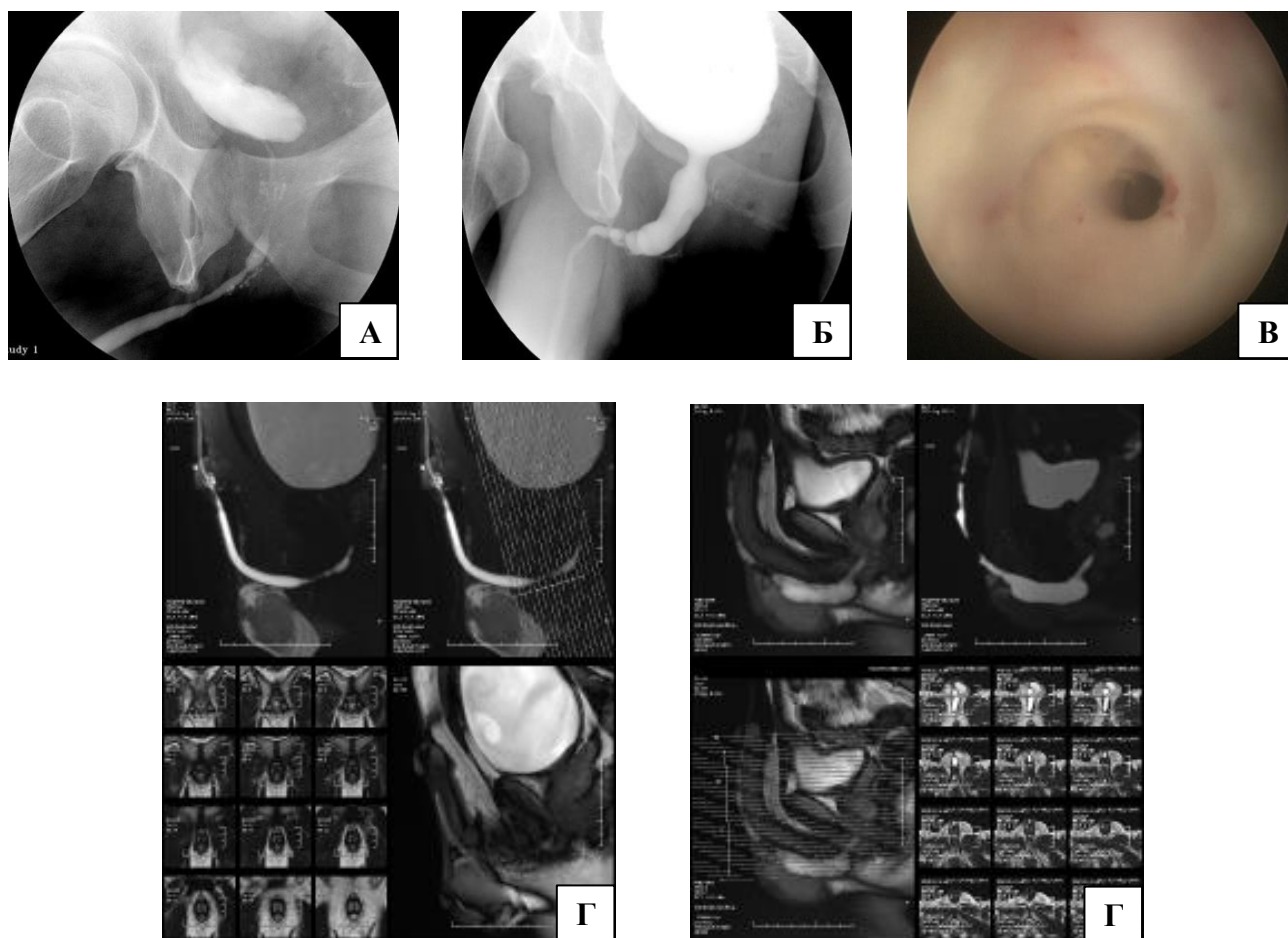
Восходящая уретрография (А) и микционная цистоуретрография (Б), уретроскопия (В), МРТ-уретры (Г).
